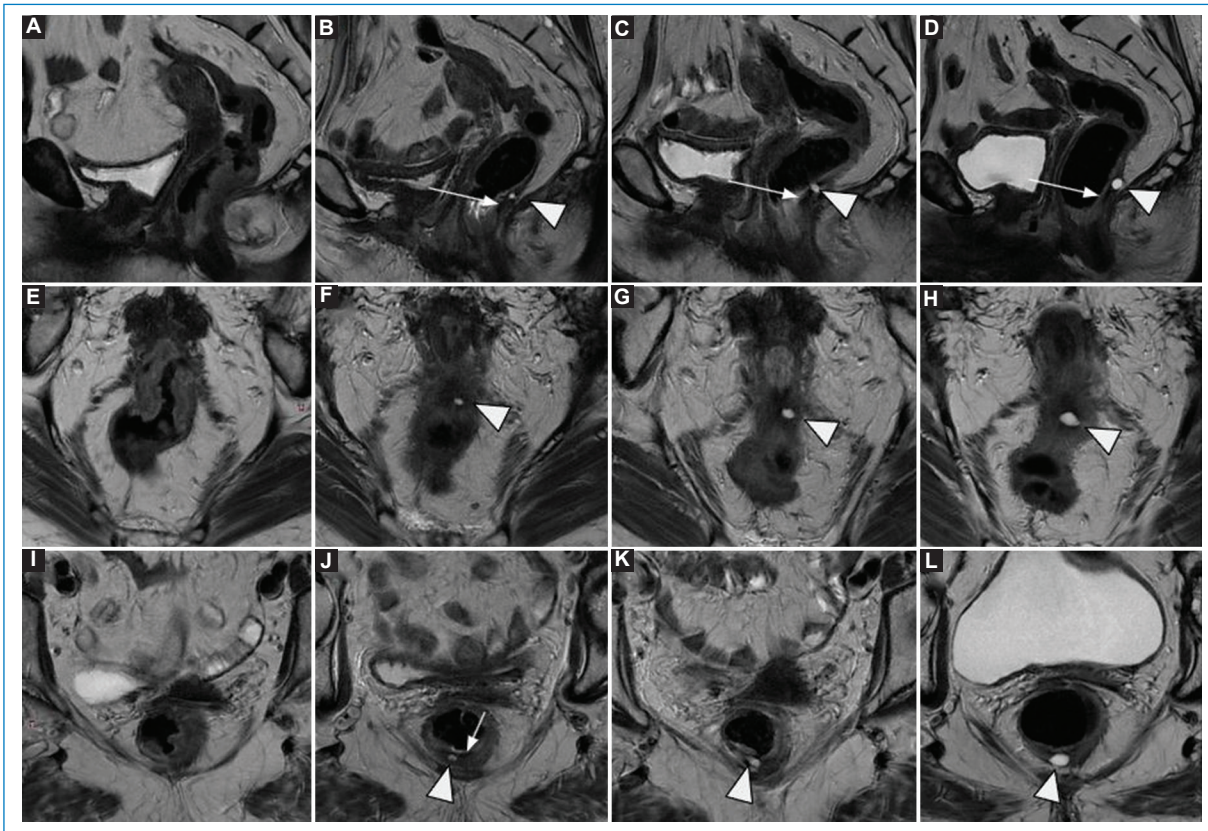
Adenocarcinoma de recto inferior. Secuencias T2 en sagital (A-D), coronal (E-H) y axial (I-L). De izquierda a derecha, RM de estadificación (A, E, I) con lesión semicircunferencial con extensión extramural hacia a la grasa mesorrectal en cara lateral izquierda en 4 mm: mrT3b. N0, EMVI negativo, MRC comprometido. RM de reestadificación a las 24 semanas (B, F, J) muestra cambios postratamiento con una fina cicatriz fibrótica (flecha) y un lago de mucina intramural en H6 (punta de flecha). Los sucesivos controles por RM a los 14 meses (C, G, K) y los 18 meses (D, H, L) evidencian un aumento de tamaño leve, pero progresivo, del lago de mucina (flecha). Fue resecado mediante TAMIS y se confirmó histológicamente la recurrencia del adenocarcinoma. EMVI: invasión vascular extramural.
